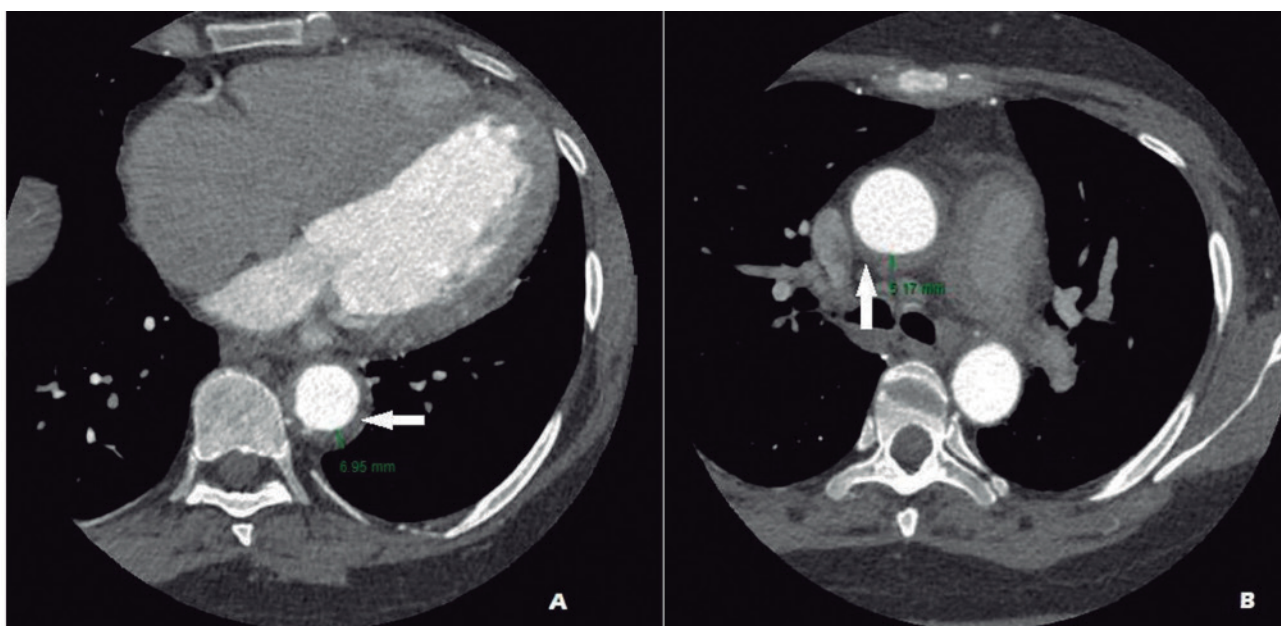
Angiografia por Tomografia Computadorizada identifica presença de espessamento circunferencial da parede da aorta descendente e da aorta torácica
